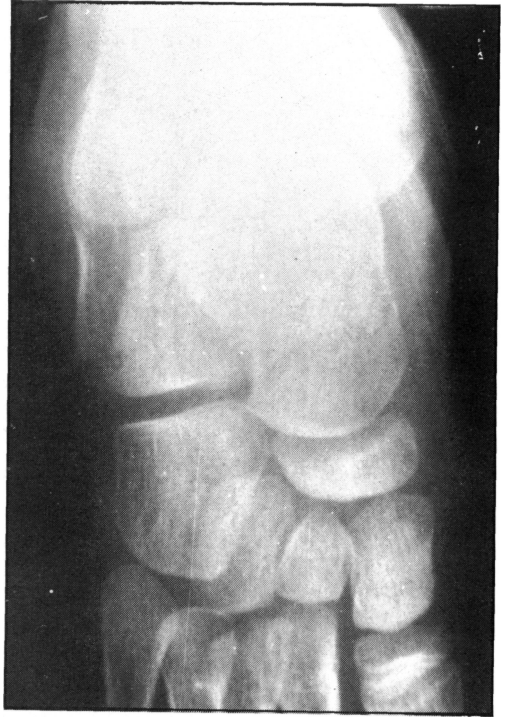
Radiografía en proyección dorsoplantar del pie afecto en la que se observa como el trazo de fractura no llega a la articulación calcáneo-cuboidea; hecho a valorar en esta proyección al plantear el tratamiento quirúrgico.
